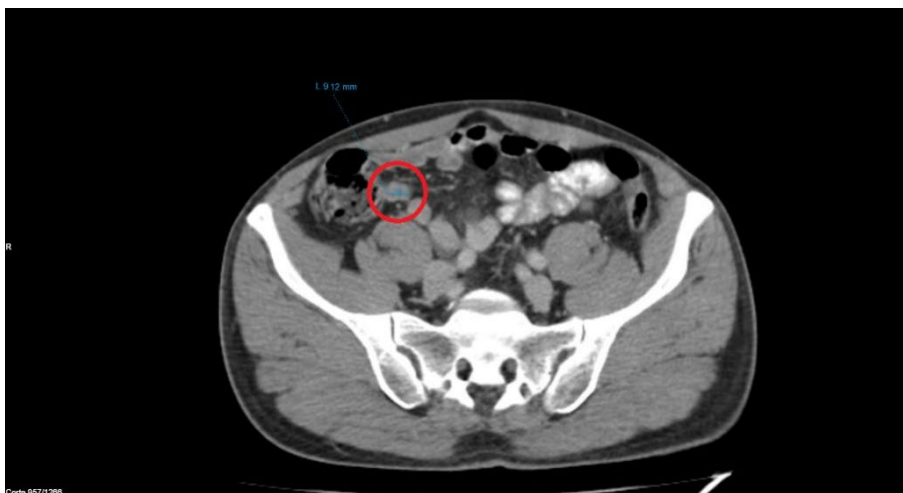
Se aprecia apéndice cecal con diámetro de 9 mm en tomografía (círculo rojo).
